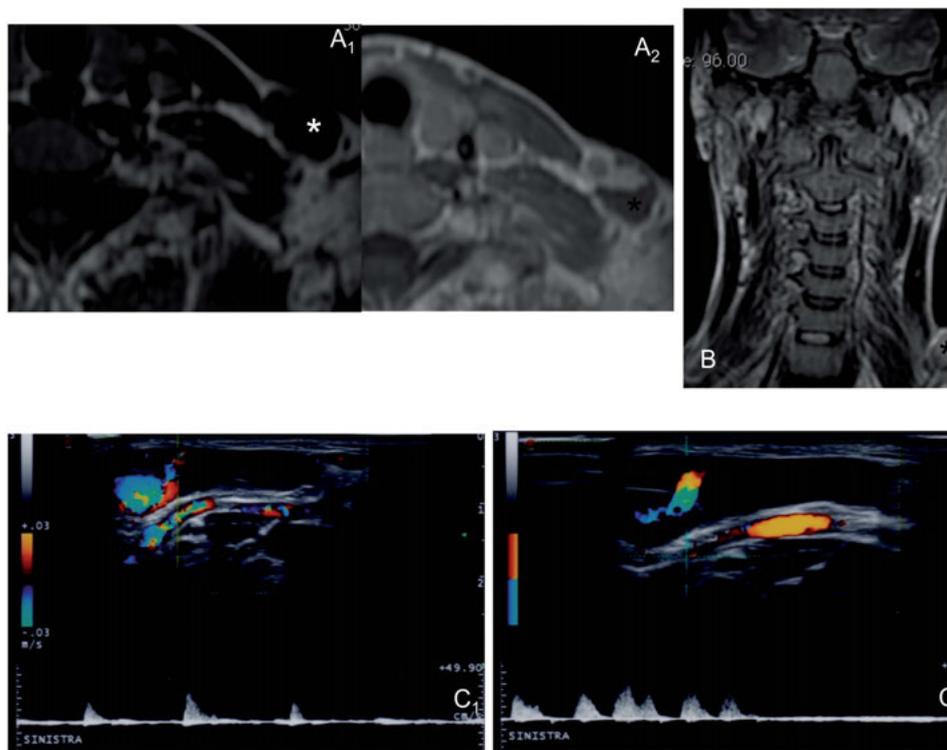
neoformazione latero-cervicale sinistra, spazio peri-giugulare esterno sinistro (*). A₁-A₂: RM T1 dipendente prima e dopo MDC paramagnetico. La neoformazione è subito laterale al muscolo sternocleido mastoideo, adiacente alla vena giugulare esterna di sinistra, è isointensa ai piani muscolari e, dopo MDC, mostra un'impregnazione eccentrica. B: RM T1 dipendente dopo MDC paramagnetico in sezione coronale che mostra i rapporti della neoformazione con il muscolo sternocleidomastoideo, lateralmente ai muscoli scaleni. C₁-C₂: ECD, unica metodica in grado di svelare la natura non neoplastica ma mal formativa vascolare venosa a basso flusso del reperto
